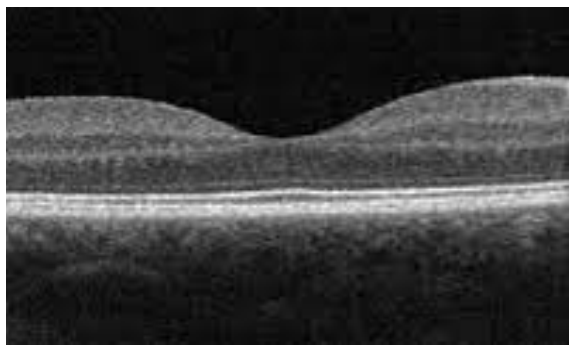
B. tomografía de coherencia óptica ojo izquierdo
